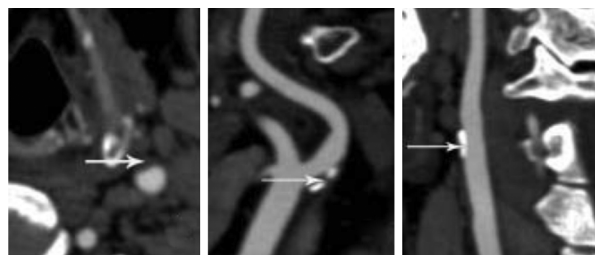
CT 血管成像显示进展性脑卒中患者头颈部动脉斑块(白色箭头所示) 左为左侧颈内动脉软斑块,中为左侧颈内动脉起始部溃疡斑块,右为左侧颈总动脉硬斑块。
